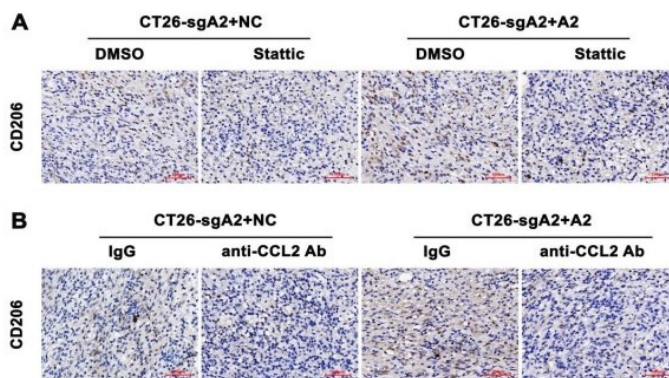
HMGA2 ha promosso l'infiltrazione di TAM in modo dipendente da STAT3 e CCL2 in vivo. (A-B) I topi sono stati iniettati sottocute con cellule CT26-sgA2+NC e CT26-sgA2+A2, seguite dal trattamento con DMSO/Stattic (A) o con IgG/anticorpo neutralizzante anti-CCL2 (B). È stata condotta un'analisi IHC della colorazione CD206 nei tessuti tumorali allotrapiantati indicati.
